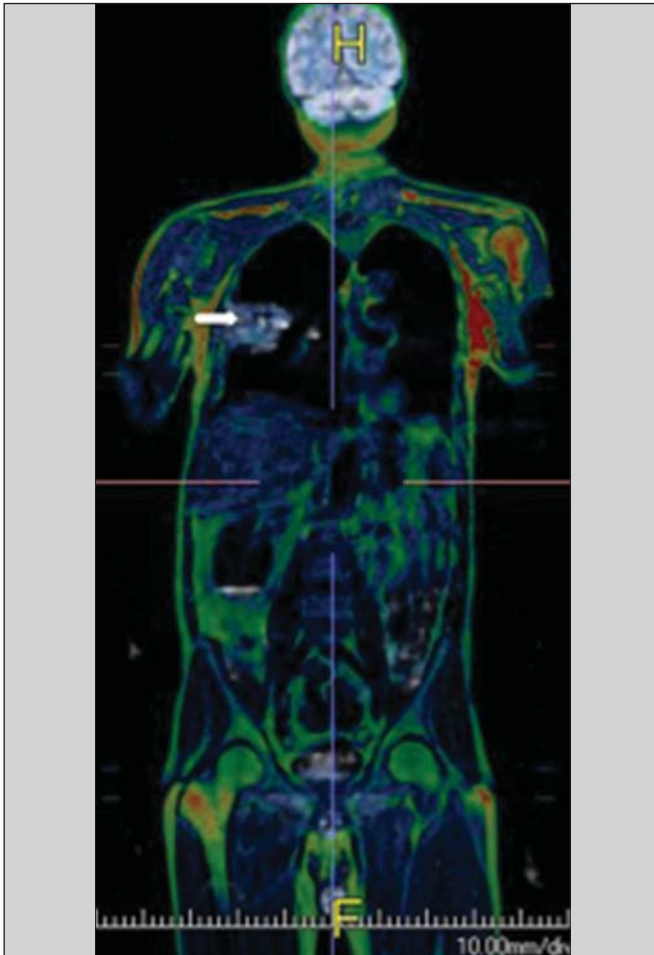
Paciente masculino, 71 anos, portador de carcinoma de células escamosas do lobo superior direito, sem sinais de lesões metastáticas no exame de PET/RM. Neste caso houve a fusão dos planos anatômicos coronais da RM ponderada em T1 com a imagem funcional adquirida com o FDG-PET/CT.
